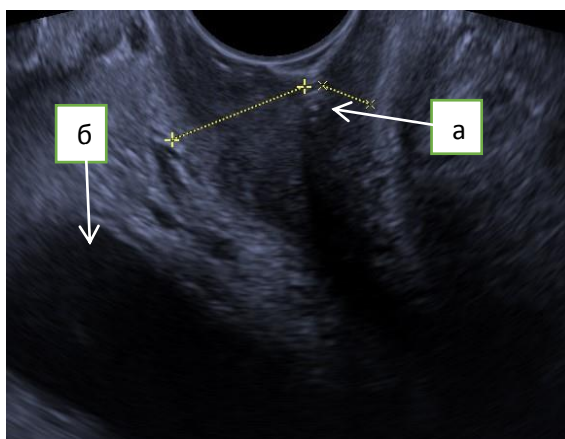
Ультразвуковая томограмма неравномерно утолщенной стенки культи влагалища трансвагинальным доступом: а) неравномерно утолщенные стенки культи влагалища; б) мочевого пузыря.
